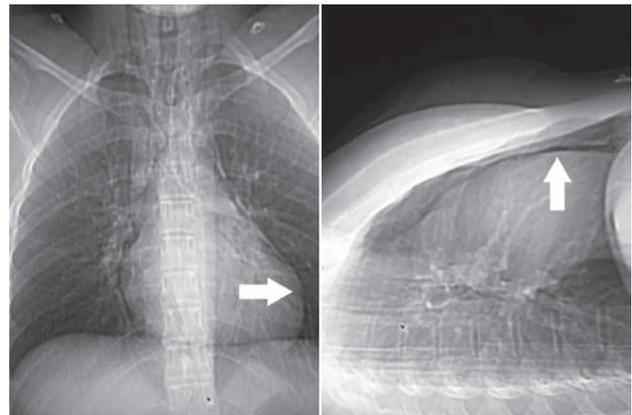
Radiografía AP y lateral donde se advierte la imagen radiolúcida (flechas) alrededor de la silueta cardíaca.
